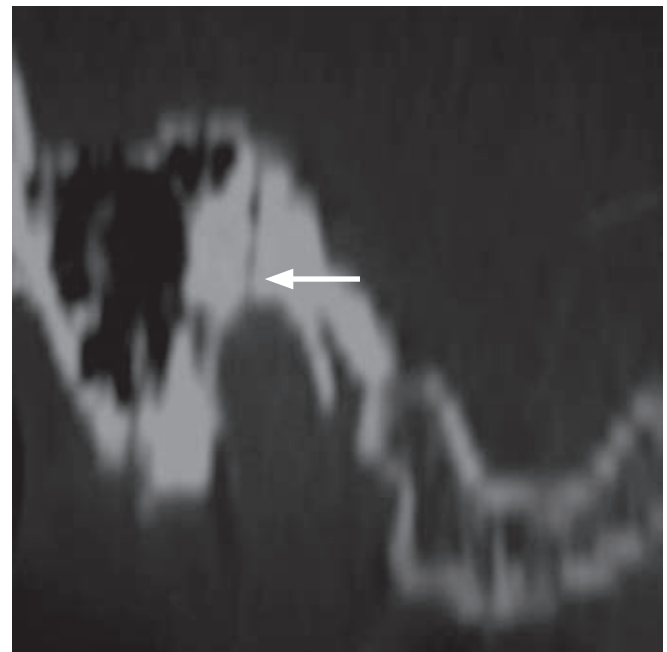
La TAC del oído muestra el defecto óseo en el canal semicircular posterior en relación con el golfo yugular prominente.
